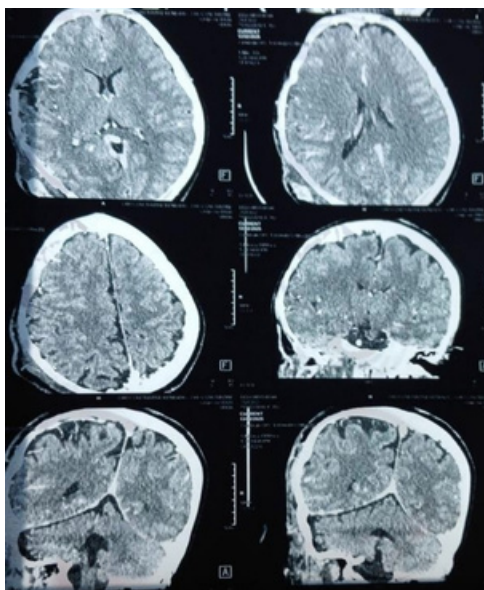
TDM cérébrale réalisée dans la phase aigüe .
